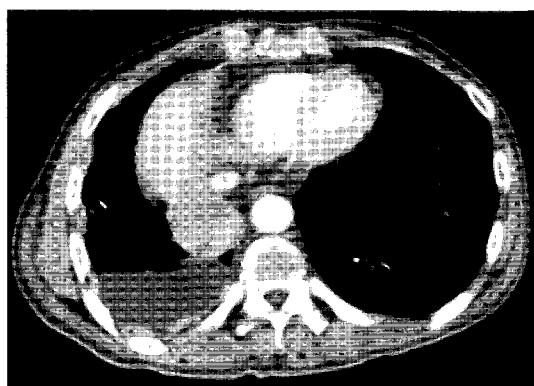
Chest CT shows a lung cancer with pleural effusion and pleural nodules.
